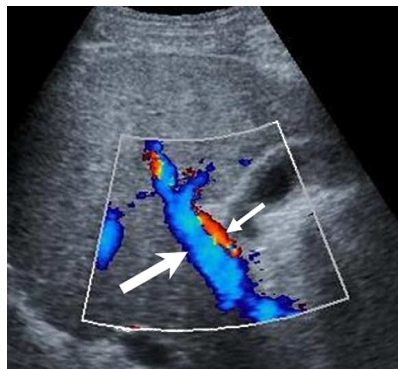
Darstellung im Farbdopplermodus: Flussumkehr in der V. portae (hepatofugaler Fluss großer Pfeil) und regelrechter hepatozentraler Fluss (kleiner Pfeil) in der Arteria hepatica (aus Goyal 2009)
